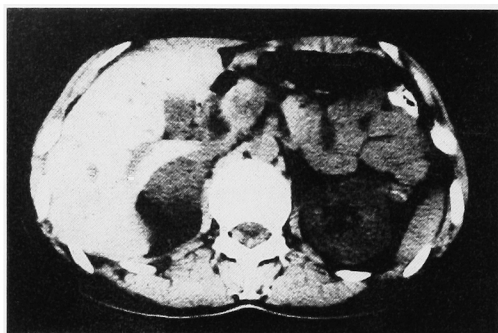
Abdominal CT scan of case 1 shows a homogeneous low-density mass in the right adrenal region.
